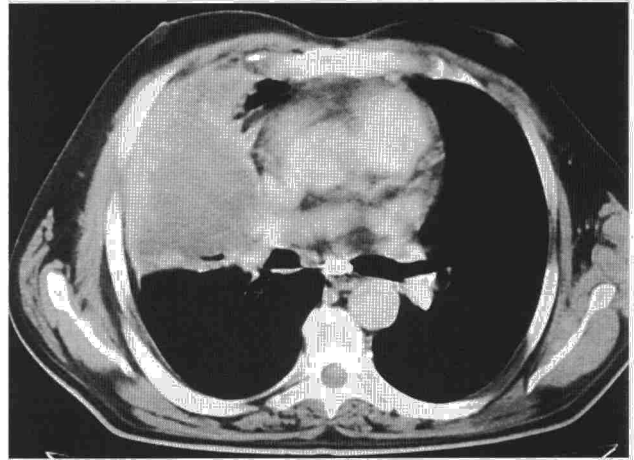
TC torácica. Condensación heterogénea de todo el lóbulo medio y parénquima adyacente, que engloba el hilio pulmonar.
